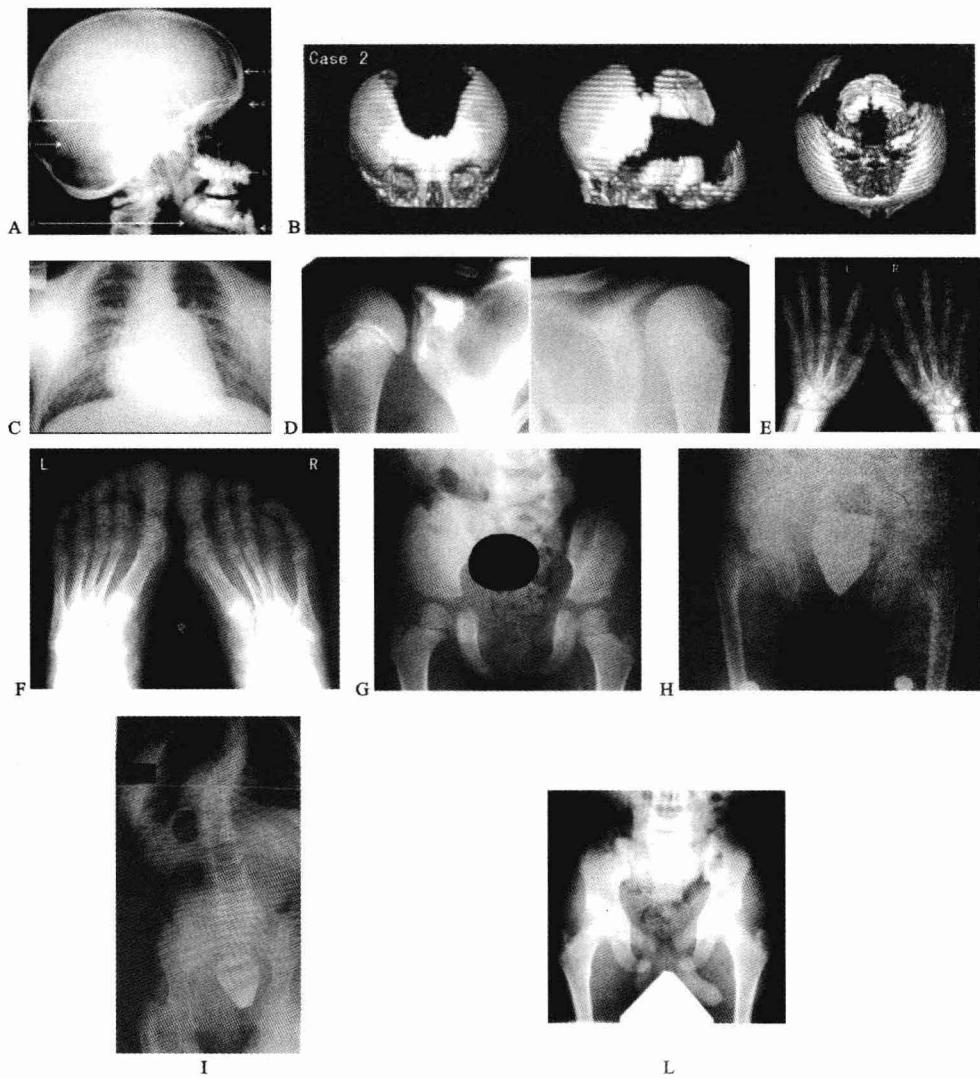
Scheuthauer-Marie-Sainton综合征骨骼的X线影像
